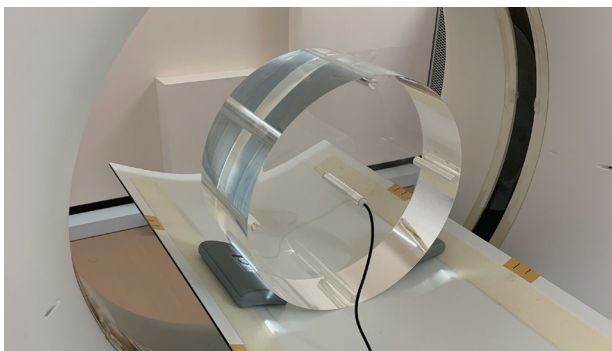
円筒形ファントムを用いたCT線量指数（CTDI）の測定
